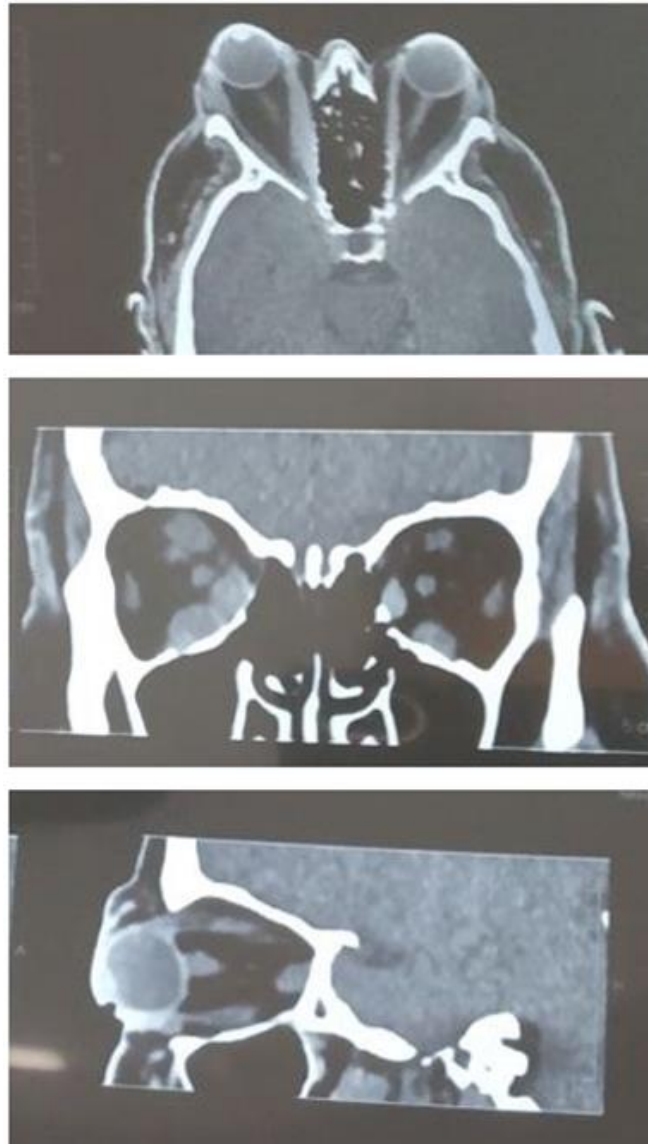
Комп'ютерні томограми в різних площинах зі змінами м'яких тканин орбіт у пацієнтки з ендокринною орбітопатією
